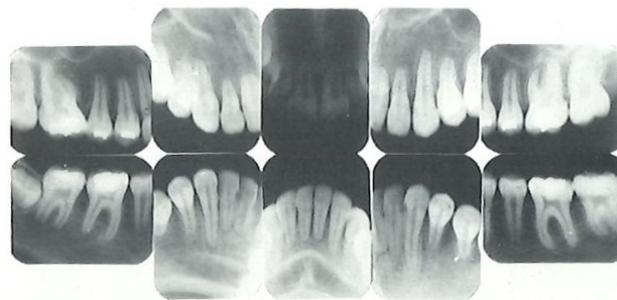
Radiografías periapicales finales.
